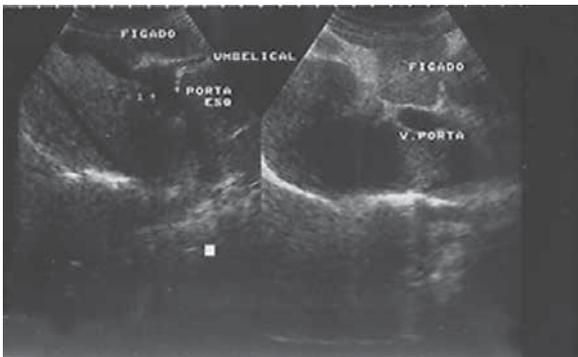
Ultrassonografia hepática. Fígado apresentando alterações texturais de aspecto crônico. A veia paraumbilical dilatada seguindo o ligamento falciforme.
